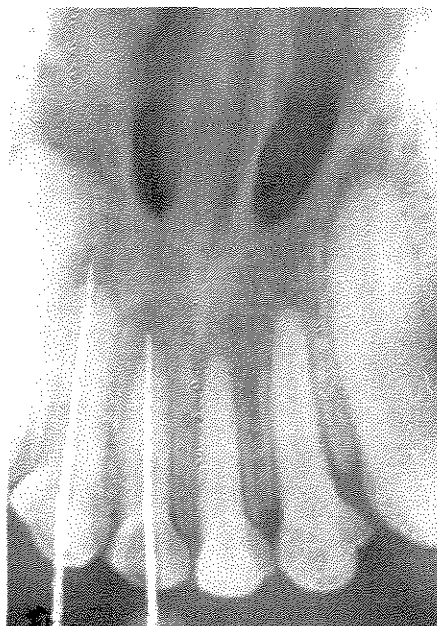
Radiografia periapical com limas endodônticas ultrapassando a base cementária.
